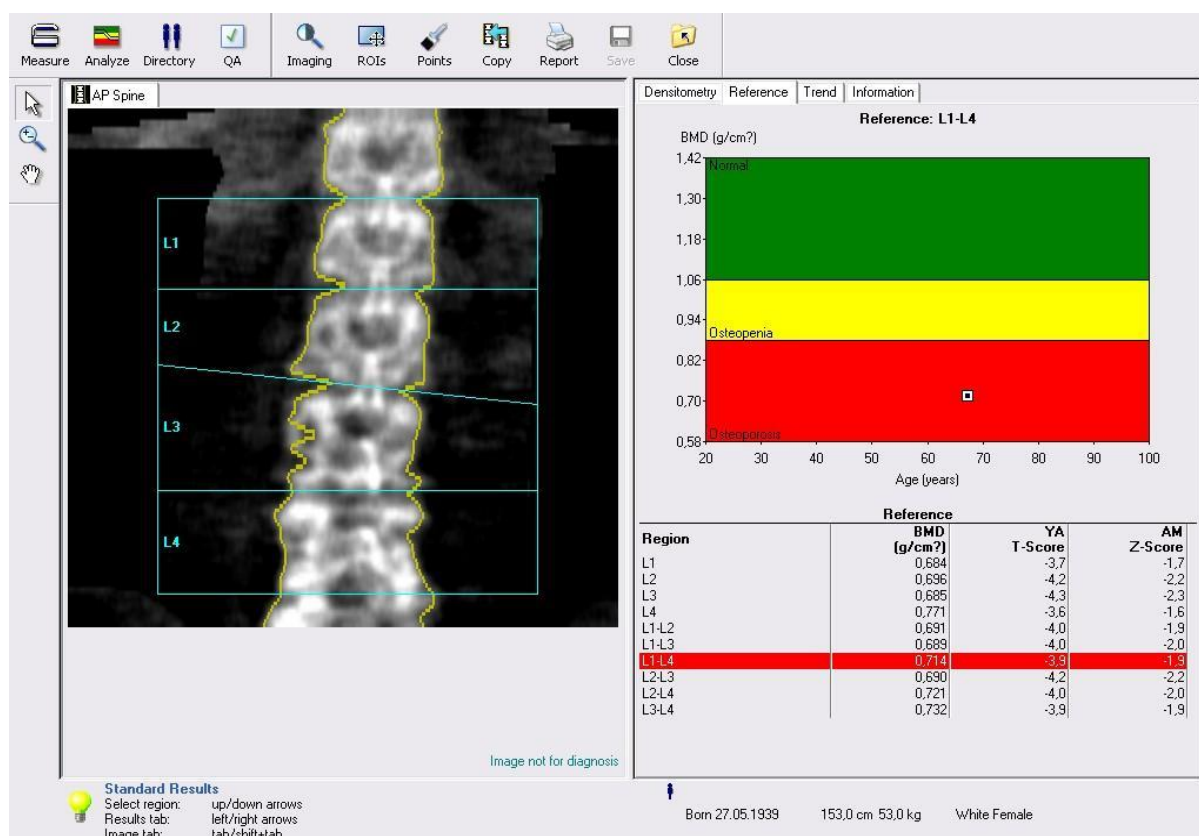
Внешний вид рабочей области при проведении двухэнергетической рентгеновской абсорбциометрии поясничного отдела позвоночника
